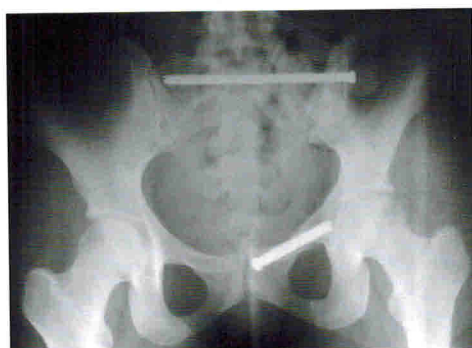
Рисунок 2Б. МСКТ костей таза пациентки С., 25 лет, после остеосинтеза винтами.
